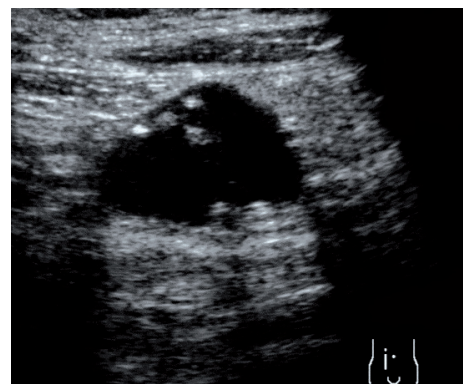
USG, przekrój przez nadbrzusze. Niskoechogeniczna masa wychodząca ze ściany żołądka. Hiperechogeniczne odbicie odpowiada zaciśniętemu światłu żołądka
